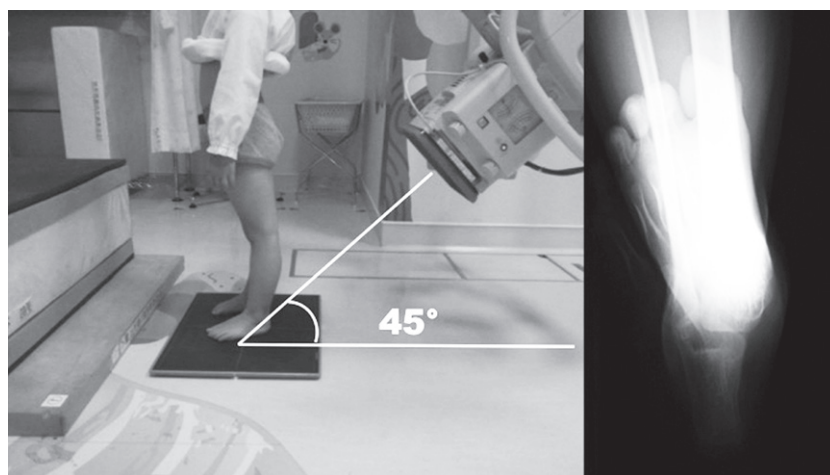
立位踵骨軸写単純X線(The long axial view)
